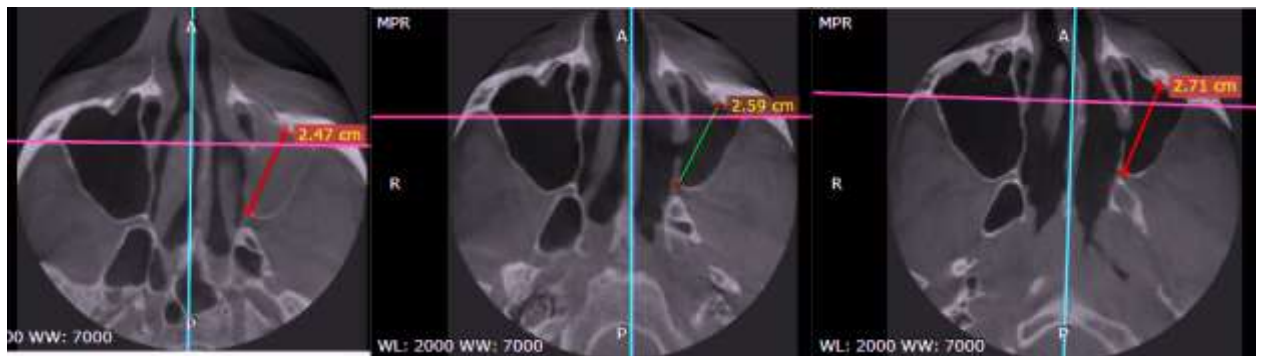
КТ ОНП больной с хроническим ателектазом верхнечелюстной пазухи в осевой плоскости
